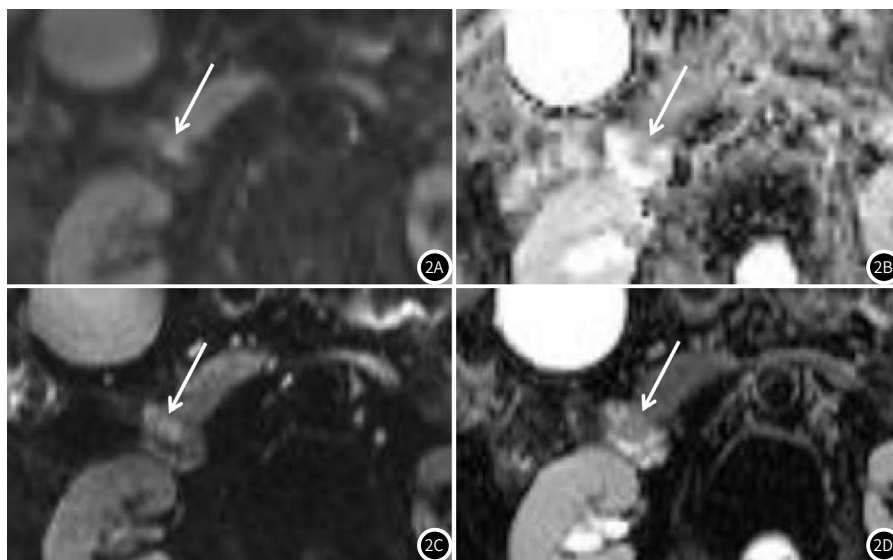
~2D 女, 63岁, 壶腹癌, 直径约11.3mm。c-DWI(2A), c-ADC图(2B), z-DWI(2C), z-ADC图(2D)显示壶腹周围区域层面。与c-DWI对比, z-DWI上壶腹部结节状高信号显示更清晰。与c-ADC图对比, z-ADC图上病变边界清晰, 病变显示更大。
